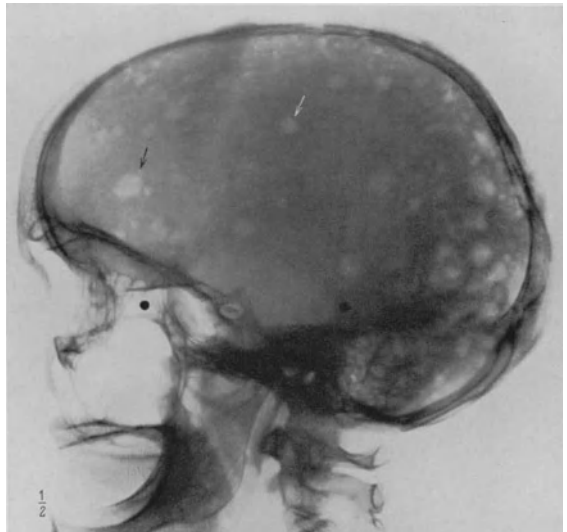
Transversale Aufnahme. Myelome des Schädeldaches. Sella brücke. Kalkeinlagerung in der A. carotis int. (die kreisrunden schwarzen Flecken sind Plattenmarkierungen). (Röntgeninstitut Krankenhaus im Friedrichshain.)
